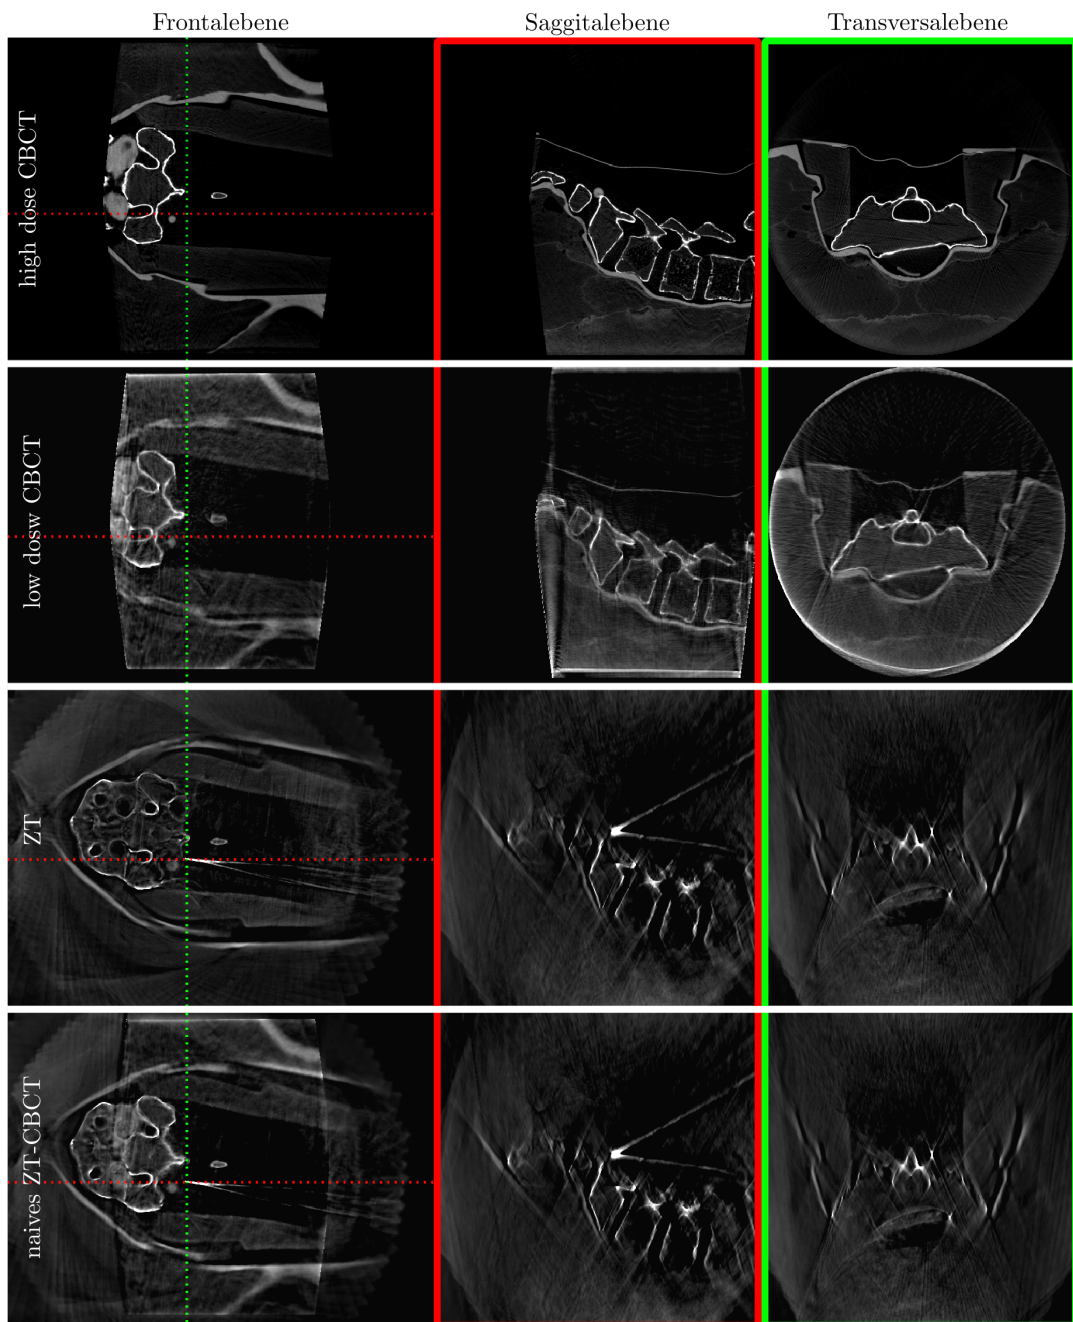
Lendenwirbel-Rekonstruktionen. Die erste Reihe zeigt ein high dose CBCT-Scan als Referenz. Die zweite Reihe zeigt ein low dose CBCT. Die dritte die ZT-Rekonstruktion und die vierte die naive Kombination von ZT- und CBCT-Rekonstruktion.
